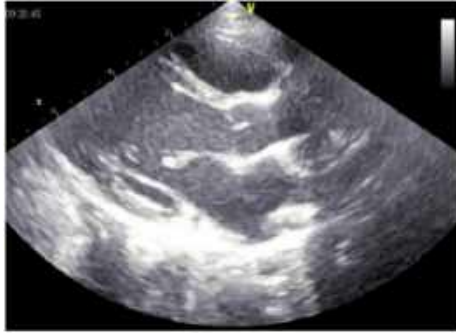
Echocardiographie. Coupe para sternale grand axe : Cœur normal
